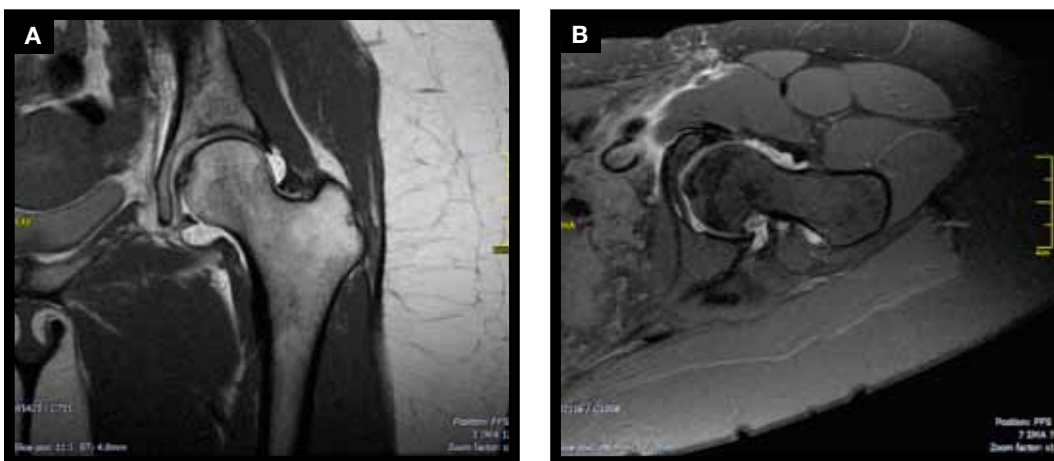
A) Corte sagital de artroressonância de quadril esquerdo; B) Corte axial de artroressonância de quadril esquerdo. Apresentam evidências de corpos livres intra-articulares em compartimento central e periférico do quadril.
